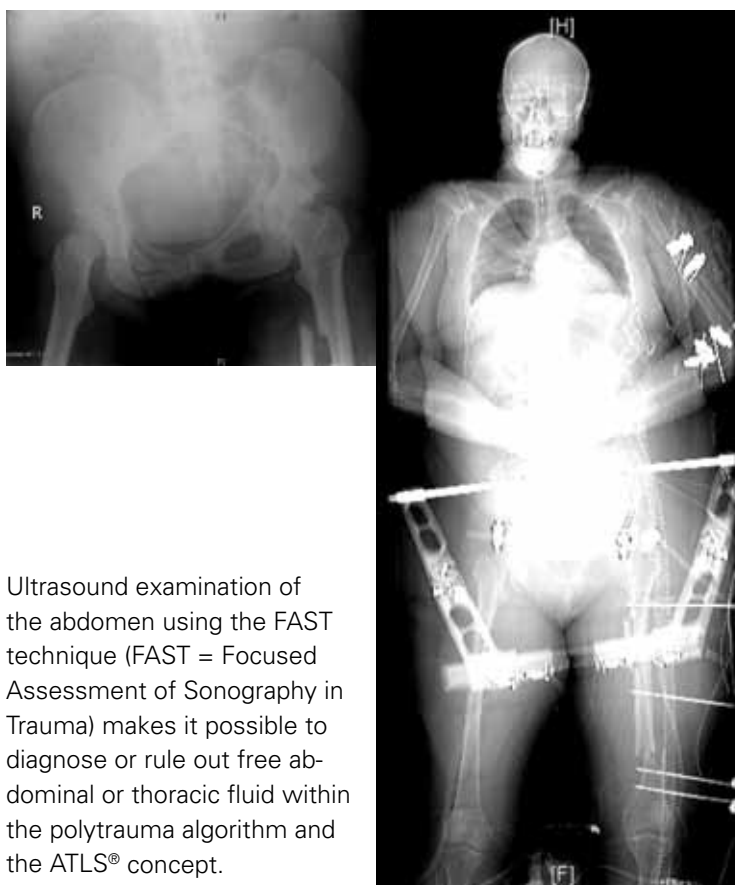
43-летняя пациентка с политравмой, гемодинамически нестабильный перелом тазового кольца типа C по АО классификации; диагностика повреждения была прервана для выполнения urgentной стабилизации тазового кольца с использованием тазового зажима и внешней фиксации. Во время хирургической стабилизации гемодинамики клинических показаний для тампонады малого таза не было. После стабилизации состояния пациентки была выполнена КТ всего тела.
